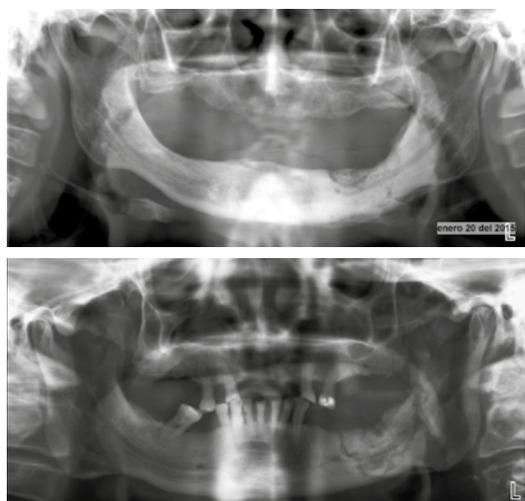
Radiografía panorámica, donde se aprecia la progresión del cuadro del caso de la imagen 3.
